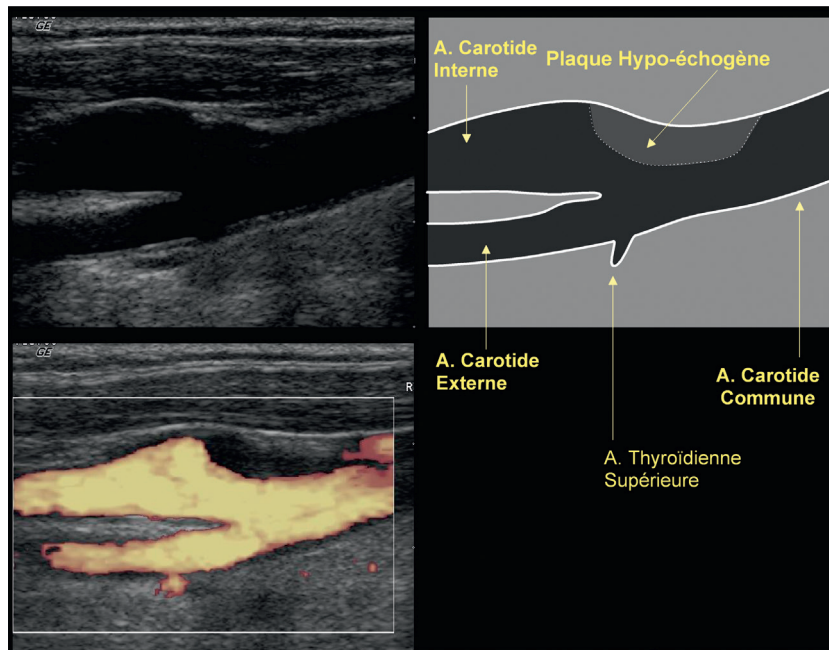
Plaque très hypo-échogène de surface lisse, sur le versant antérolatéral de la bifurcation carotidienne. Le Doppler en mode énergie permet de délimiter cette plaque, à peine visible sur l'échographie en mode B.
